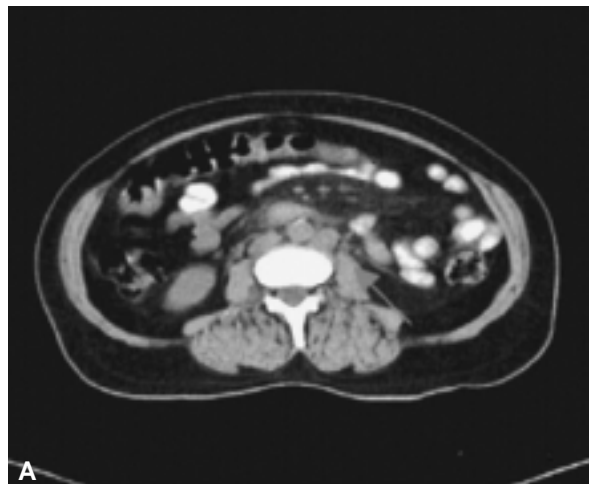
A) La etapificación clínica es subjetiva en cuanto a medir un tumor, principalmente si tiene componentes endocervicales. B) Mujer de 47 años con carcinoma epidermoide etapificada por medio de la FIGO como Ib2 y por medio de la TC como IIa. La imagen muestra una TC contrastada oral e IV, fase excretora únicamente donde se identifica una masa-área hipodensa hacia la región cervicovaginal. El plexo linfático parametrial asimétrico a expensas de imágenes redondeadas en el lado izquierdo que pudiesen corresponder a ganglios menores del centímetro y ligamentos anchos engrosados en forma bilateral e interfaces grasa perivesicales, perirrectales y fosa isquiorrectal dentro de la normalidad aunque con discreta heterogeneidad de las mismas.
